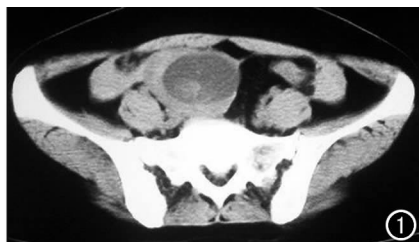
CT 平扫示子宫右上方约 9 cm×7 cm×5 cm 囊实性包块,以囊性为主。囊性部分 CT 值 9 HU,囊壁较厚,约 1.4 cm,软组织密度,CT 值 37 HU。囊内见结节影,直径约 2.5 cm,软组织密度。
